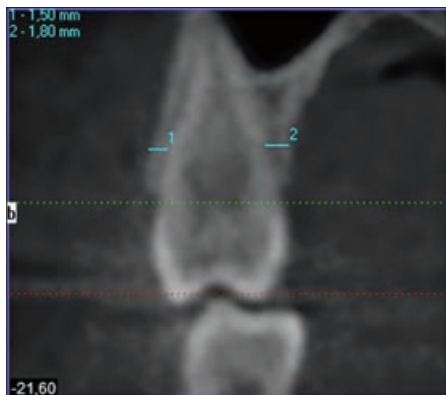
Рентгенологическое изображение (томограмма) в области первого премоляра верхней челюсти на компьютерной томограмме (1 - вестибулярная стенка альвеолы, 2 - оральная стенка альвеолы)
